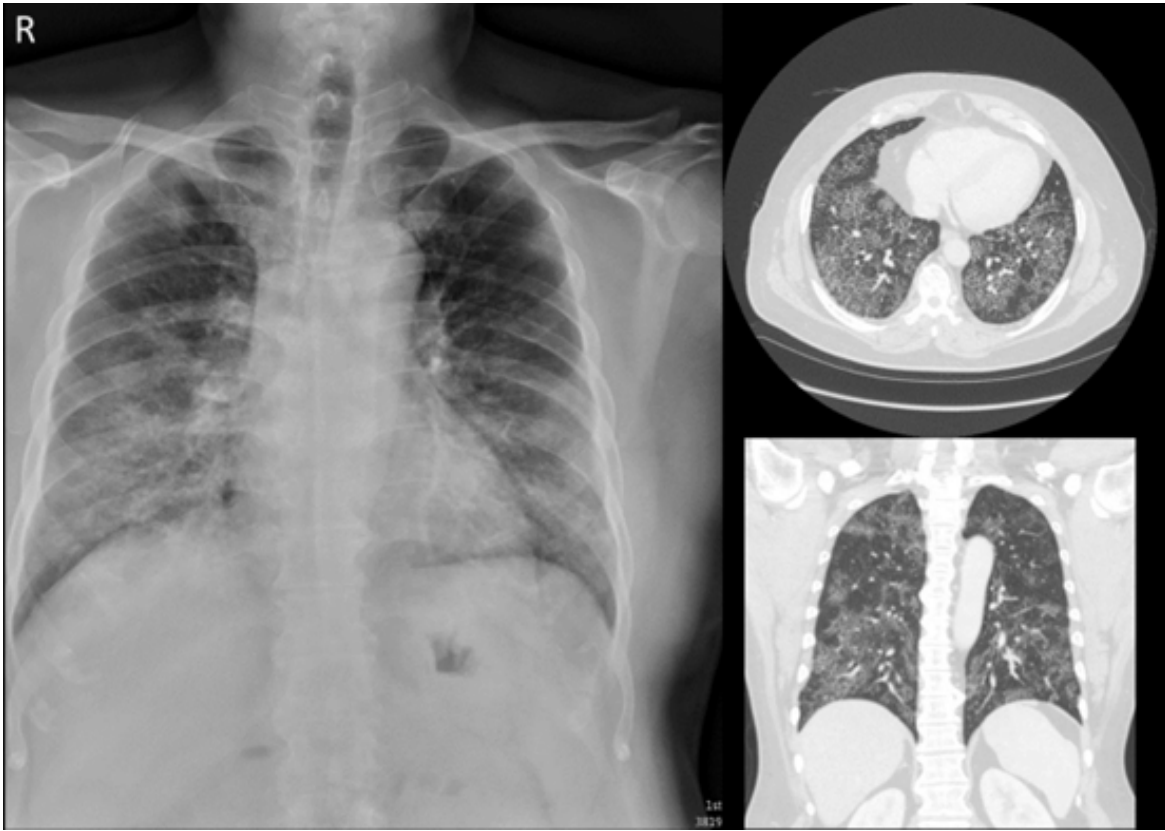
Initial plain film in chest OPD.
